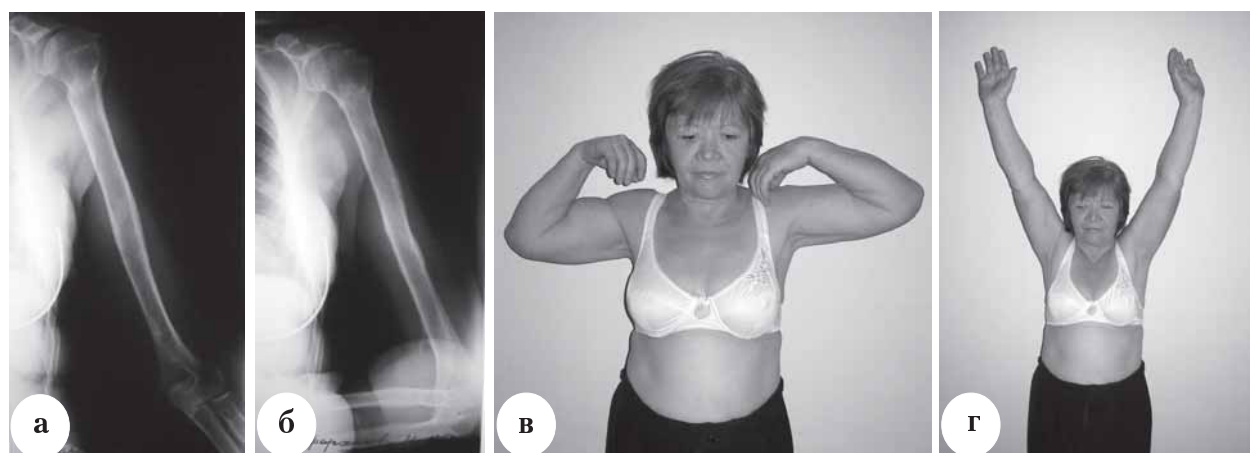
Результат лечения больной С. через год после операции: а – рентгенограммы левой плечевой кости; б – функциональный результат
